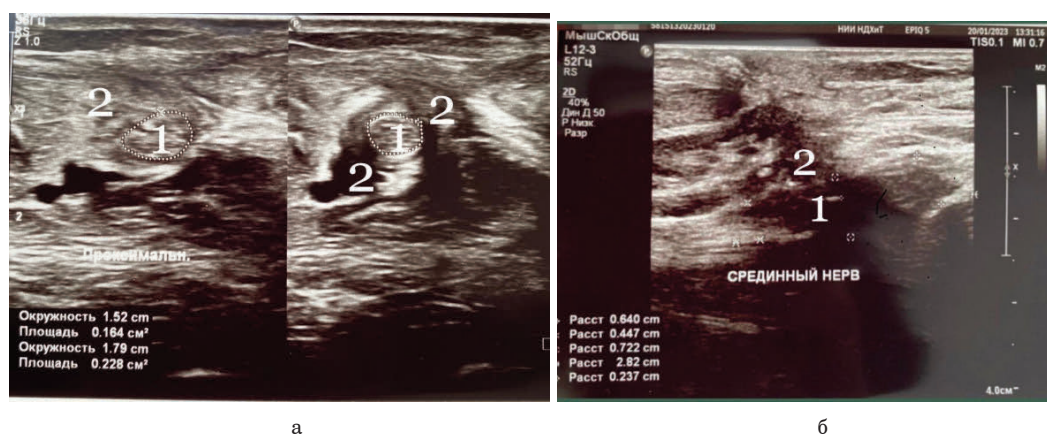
Результаты УЗИ срединного нерва, изображение срединного нерва в В-режиме: *а* – поперечное сканирование; *б* – продольное сканирование (1 – срединный нерв; 2 – рубцовые ткани)
